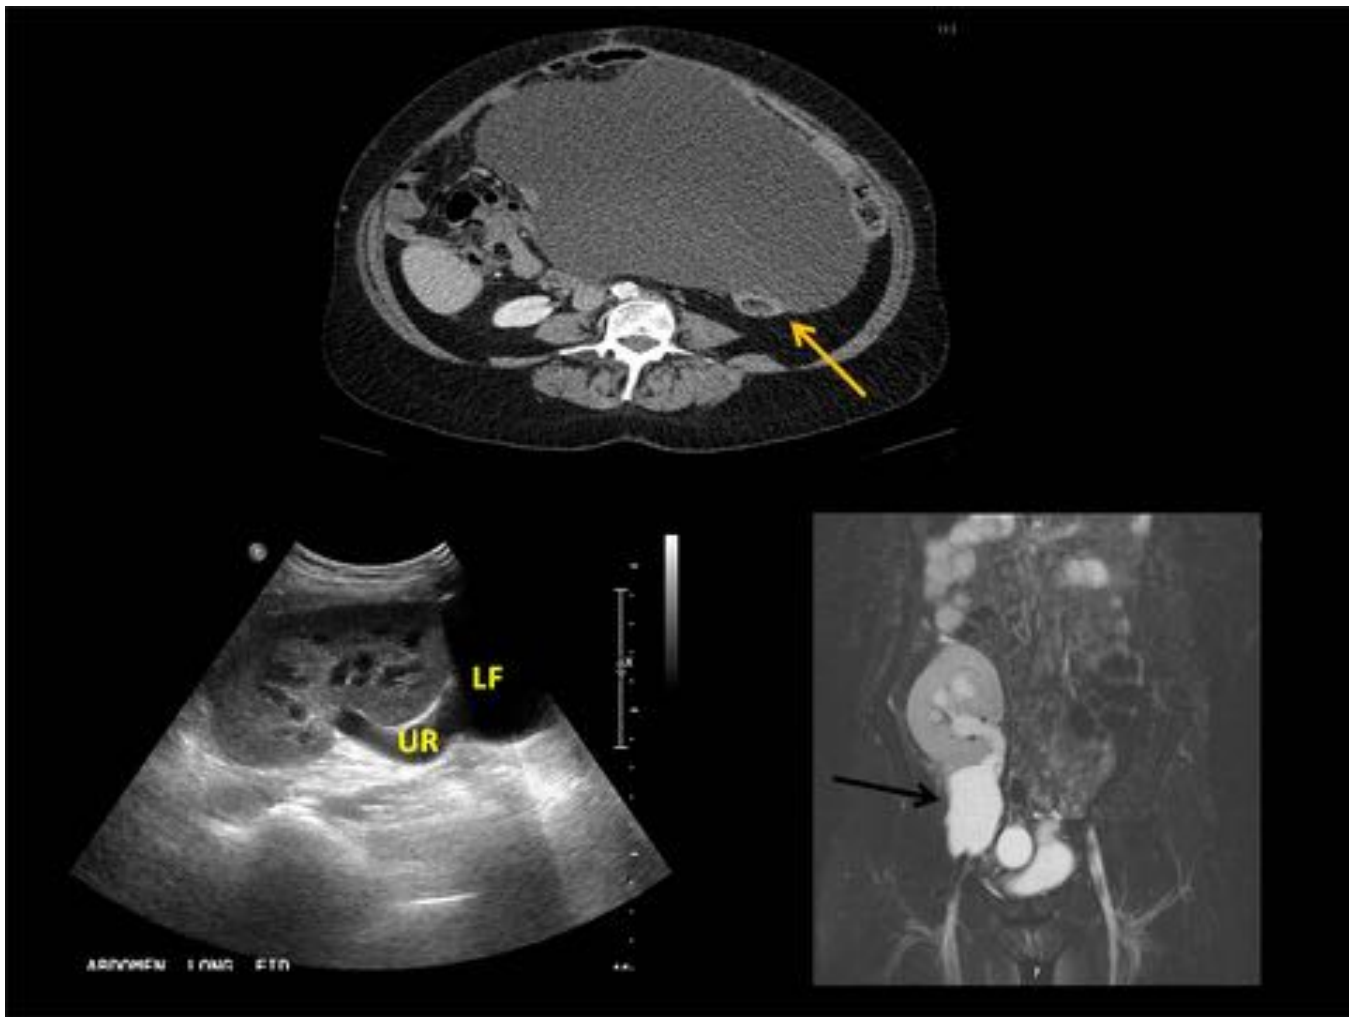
Múltiples imágenes de linfoceles, la presencia de las asas intestinales nos permite diferenciar la localización del linfocele (flecha amarilla), en este caso un linfocele intraperitoneal muy voluminoso, bien delimitado e hipodenso. En las imágenes inferiores, se observa un injerto renal con un linfocele perirenal, hipocógeno en la ecografía e hiperintenso en el T2 de la RM (flecha negra) que provocaba una ureterohidronefrosis obstructiva secundaria (UR:Uréter; LF:Linfocele).
